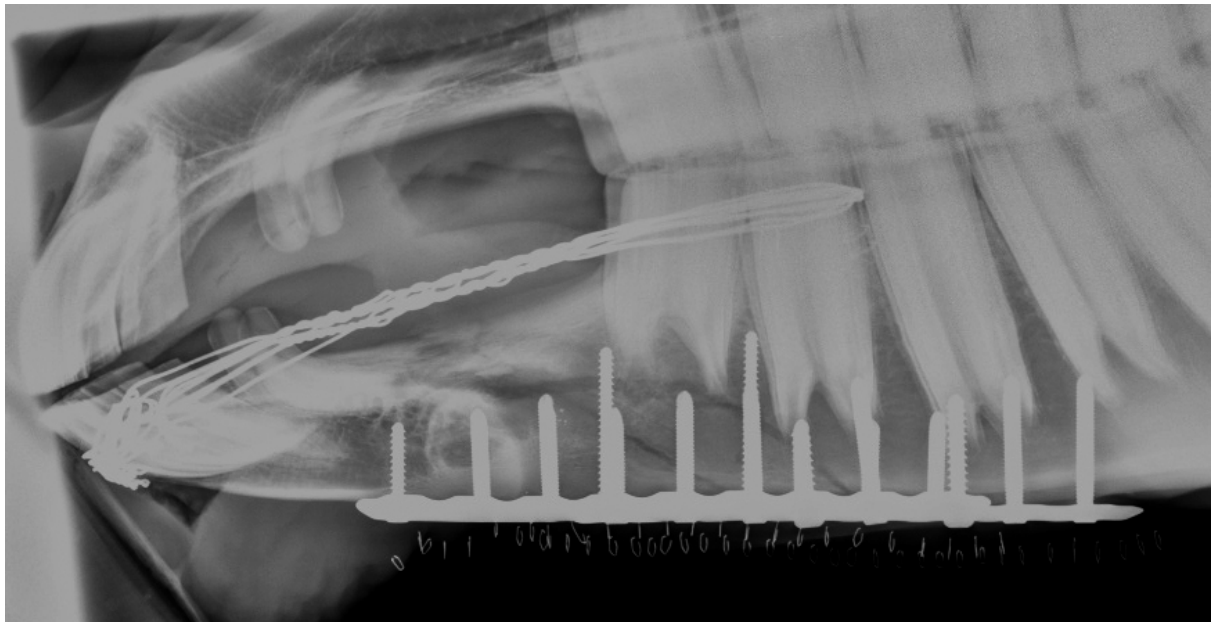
Postoperative Röntgenaufnahme einer bilateralen Fraktur im Margo interalveolaris mandibulae, welche mit einer Drahtschienung nach Obwegeser und zwei LC-Platten fixiert wurde
